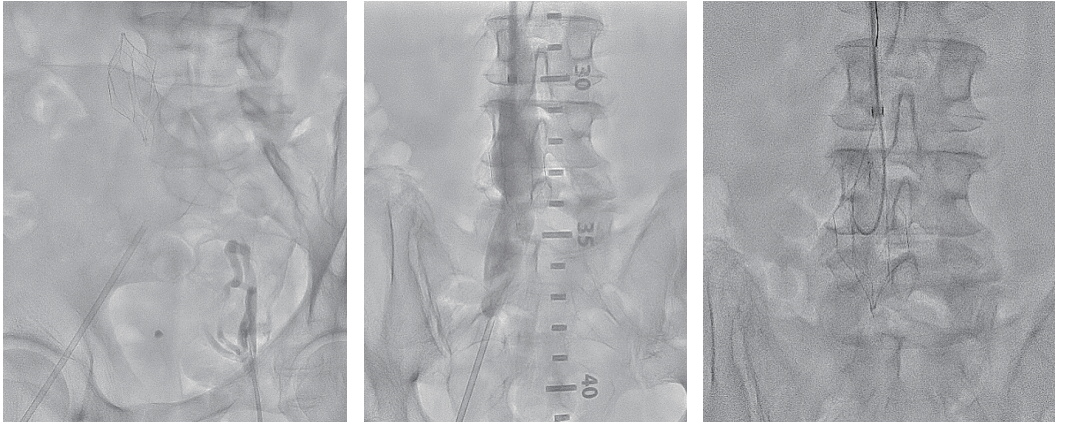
両側CFVから7Frシース挿入を試みたが、左側はサポート不足で挿入できず、5Frシース挿入したのち、7Frシースにサイズアップした。右内頸静脈からは11Frのギンター回収用シースを挿入。造影上、CT同様、左EIVで閉塞しており、右CFV-IVCF内は開存している。まず頭側からスリングテクニックを施行。5Fr.IMAカテーテルをIVCF上端にひっかけ、0.035inchヌルワイヤーを頭側に進め、ループスネアでキャッチループとした。
